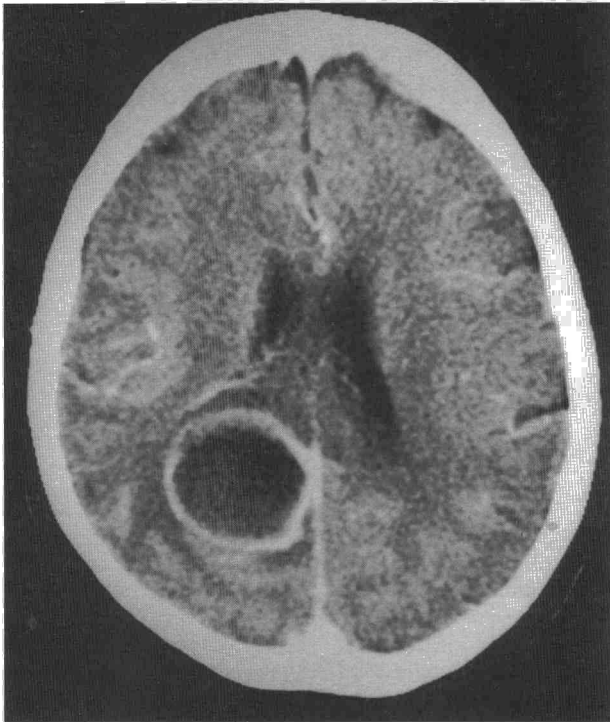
Tomografía axial computarizada craneal con contraste en la que se observa una gran lesión ocupante de espacio sobre el occipital derecho.
